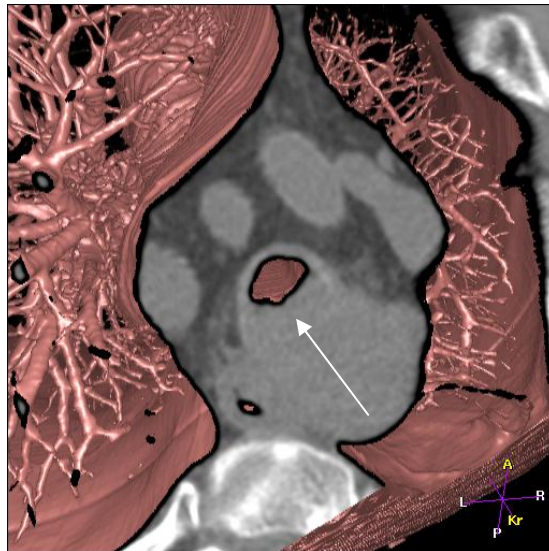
CT/VB-Hybrid-Darstellung der Trachea mit Impression von dorsal; Patient Nr. 5
